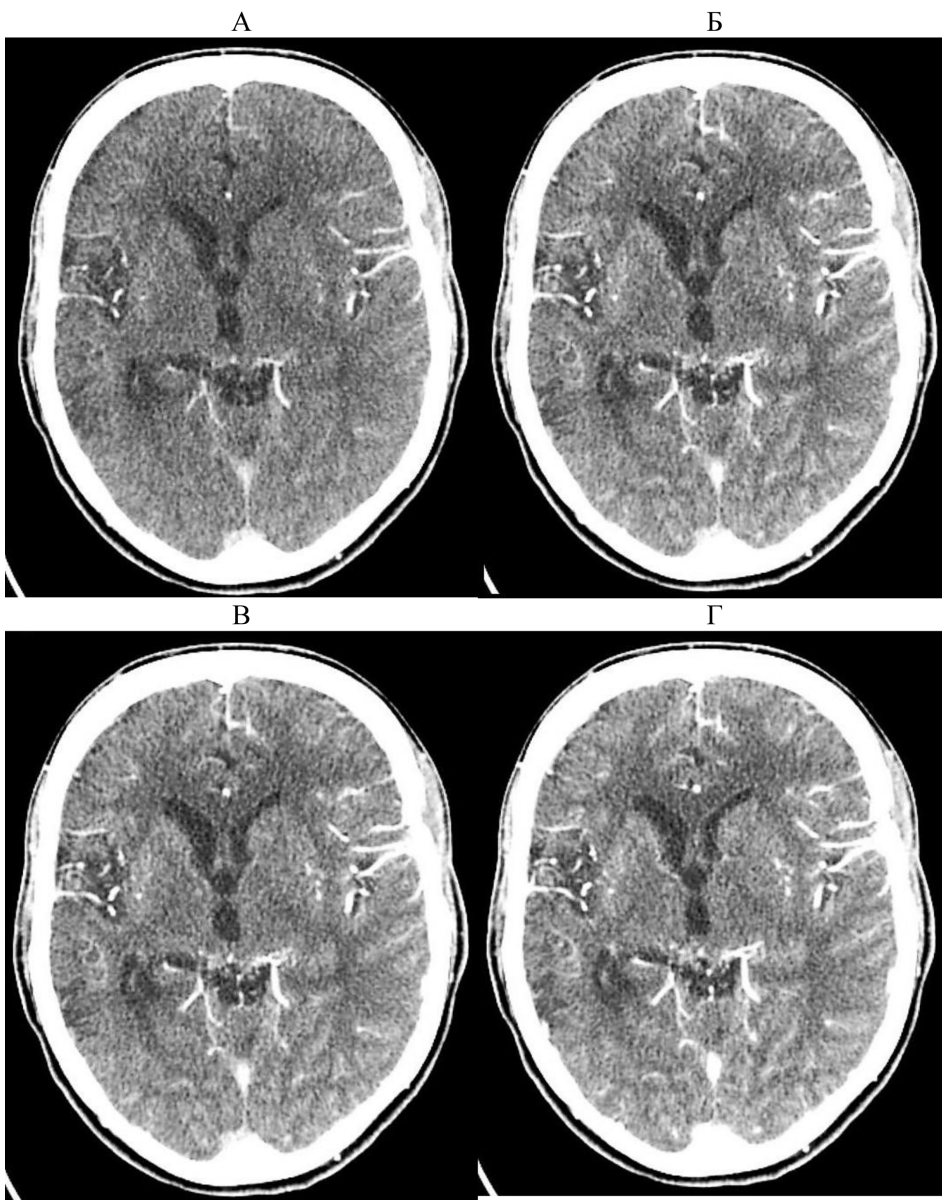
КТ-ангиография – послеоперационные анастомозы функционируют, сохраняется дефицит кровотока по правому полушарию
